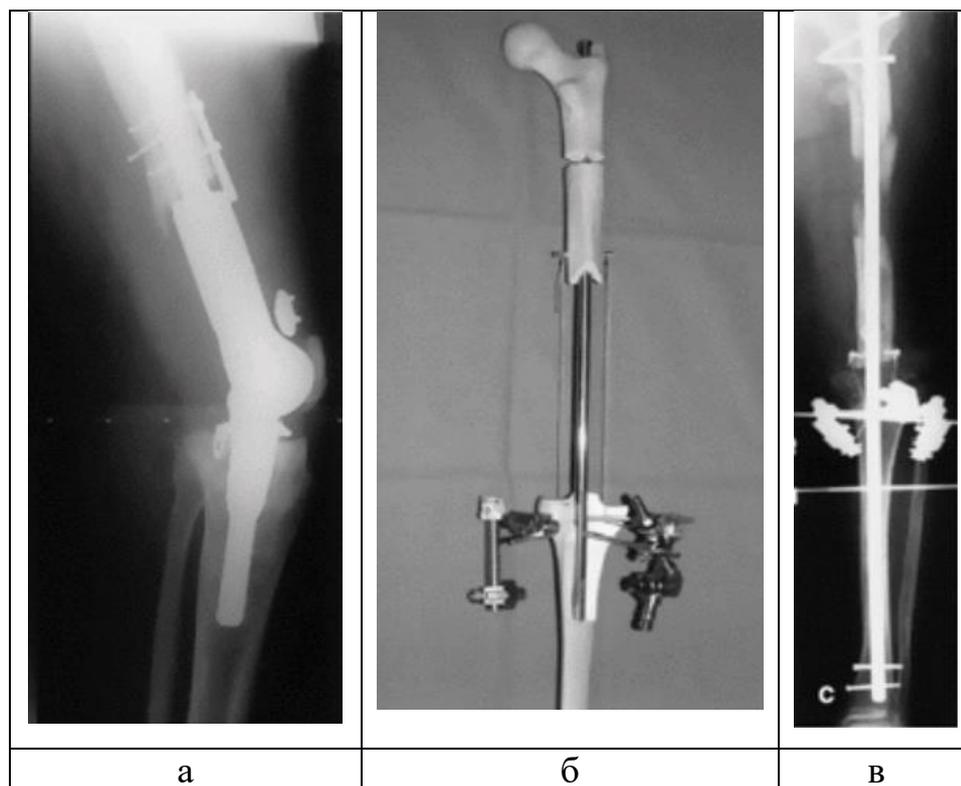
Замещение дефекта поверх стержня при ДОКС после удаления онкологического протеза (Kühne С.А. et al., 2003): а – рентгенограмма нестабильного «онкологического» протеза коленного сустава; б – модель замещения дефекта; в – рентгенограммы на этапе лечения
